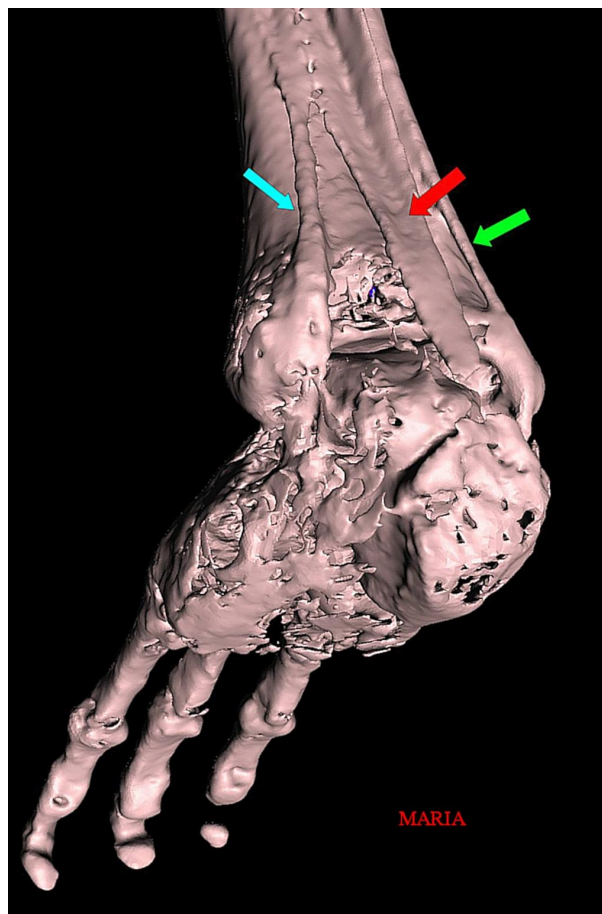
TC 3D del talón de “Maria” que muestra el tendón de Aquiles (flecha roja), los tendones peroneos (flecha verde) y el tendón tibial posterior (flecha azul). Nótese que el extremo distal del tendón de Aquiles y la superficie posterior del calcáneo parecían estar truncados.
